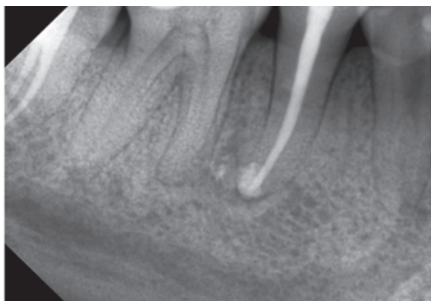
Контрольний дентальний знімок зуба 4.5 через 3 роки. Стойке улучшение рентгенологической картины
